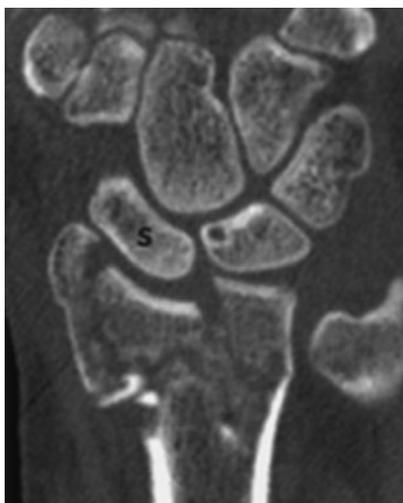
Фронтальная КТ-реконструкция при осколочном переломе дистального отдела лучевой кости с повреждением суставной поверхности.
